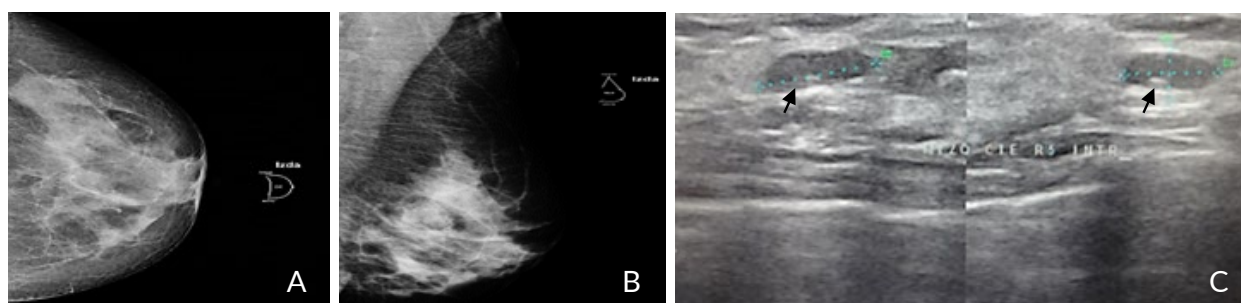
Paciente femenina 52 a. Estudio radiológico de mamografía izquierda en proyecciones cráneo caudal (CC) y medio lateral oblicua (MLO), y ecografía mamaria izquierda: se evidencia tejido mamario fibroglandular denso y escaso tejido adiposo sustitutivo. A-B. En la mamografía: mama radiológicamente densa que disminuye la sensibilidad radiológica dificultando la visualización de lesiones. C. En la ecografía: se observa imagen ovalada de borde circunscrito de ecopatrón homogéneo, isoecoico, con características similares al tejido adiposo de bordes definidos midiendo 9 x 6 x 3 mm, ubicada en cuadrante inferior externo (CIE) Radial 5 tercio interno en relación con lóbulo de grasa (indicador flecha negra). BIRADS 2.
